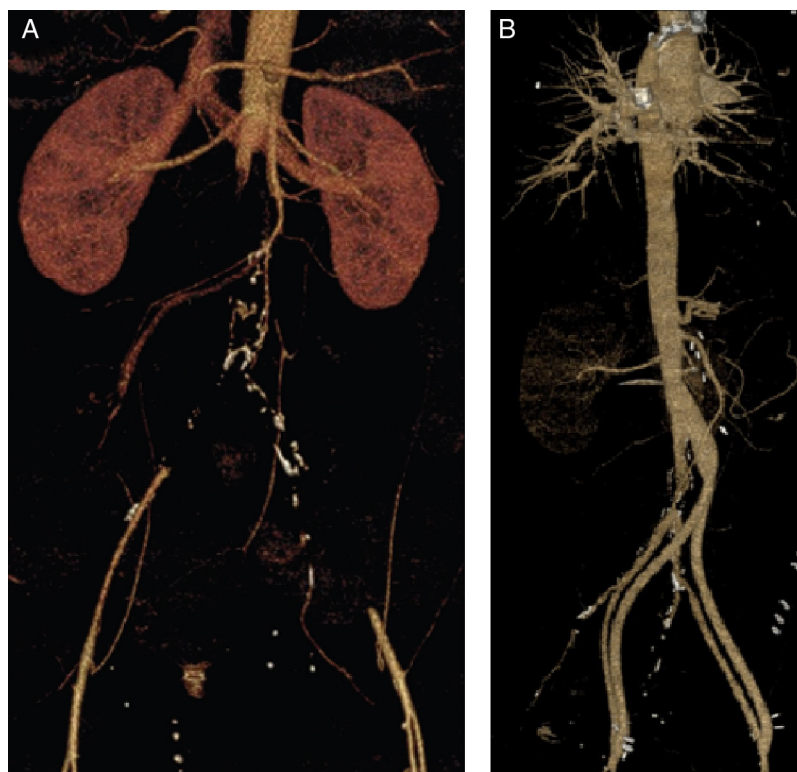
A) Angio-TAC en una paciente con obstrucción aguda de la aorta abdominal que comienza con paroplejía de miembros inferiores y falta de control esfinteriano. Se muestra la oclusión aguda de la aorta abdominal infrarrenal que se extiende hasta la arteria iliaca común derecha e iliaca externa izquierda. B) Angio-TAC tras la intervención quirúrgica (trombectomía y *bypass* aortobifemoral) que evidencia una adecuada permeabilidad del injerto (la aorta sigue enferma, por eso se hizo el *bypass*).
